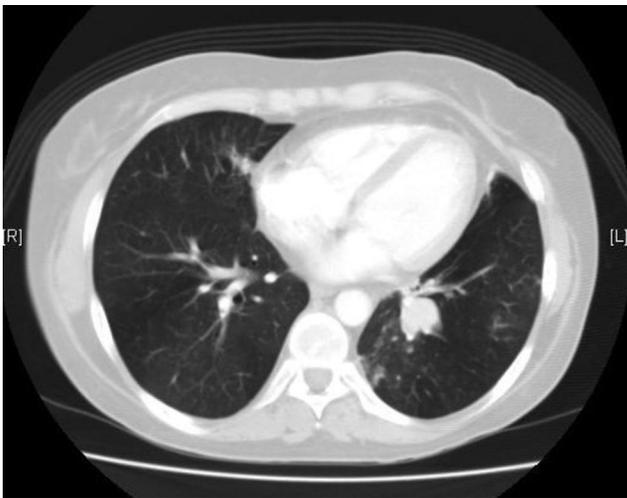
Corte de tomografía axial computarizada de tórax en el que se observa una ocupación por material de partes blandas de los bronquios segmentarios y alguno subsegmentario de la base pulmonar izquierda, en probable relación con tumoración endobronquial.
